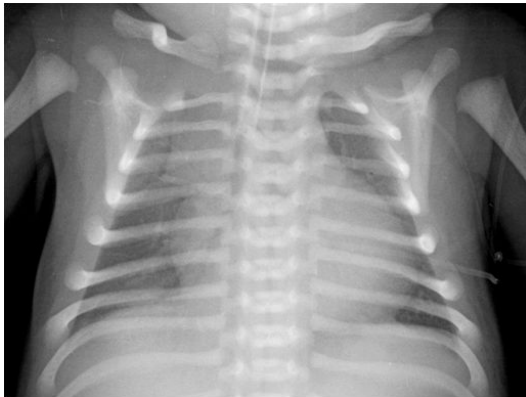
Twelve hours after surfactant treatment, the chest X-ray revealed improvement of the parenchymal haziness.
